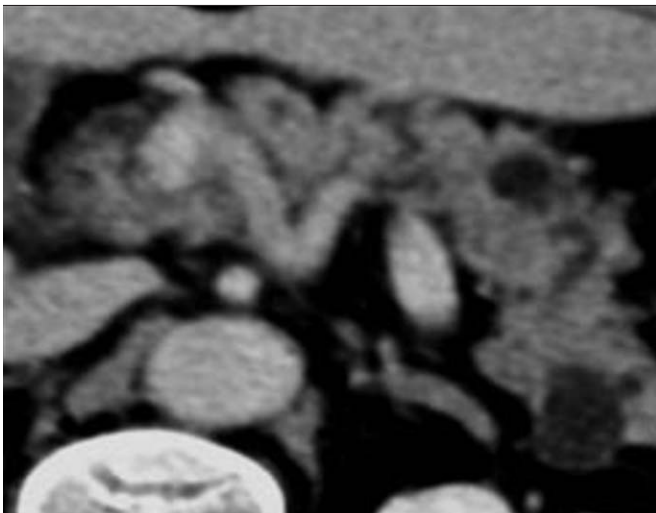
TIPMP des canaux secondaires. TDM. Dilatation kystique de plusieurs canaux secondaires de la queue du pancréas.
